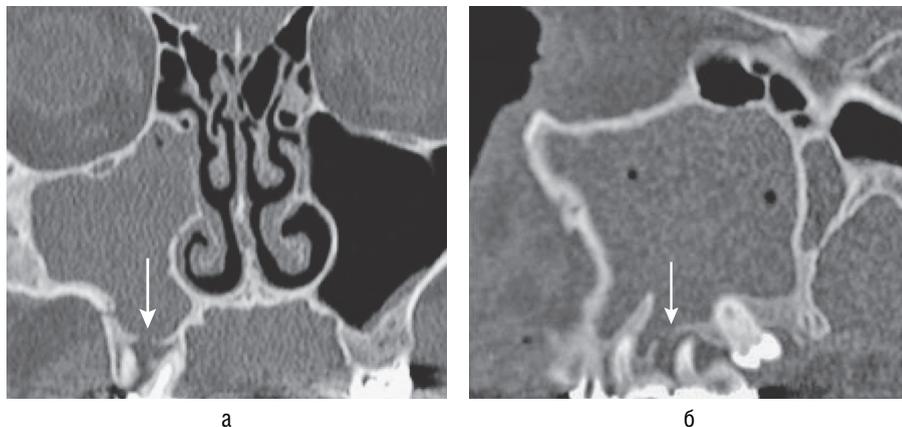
Компьютерная томография околоносовых пазух при правостороннем одонтогенном верхнечелюстном синусите, вызванном хроническим апикальным периодонтитом зуба 1.7: а — корональная проекция; б — сагиттальная проекция. Стрелки указывают на область костной деструкции кортикальной пластинки над зоной периапикального воспаления зуба 1.7. Визуализируются расширение периапикального пространства и костная резорбция вокруг апекса зуба 1.7
